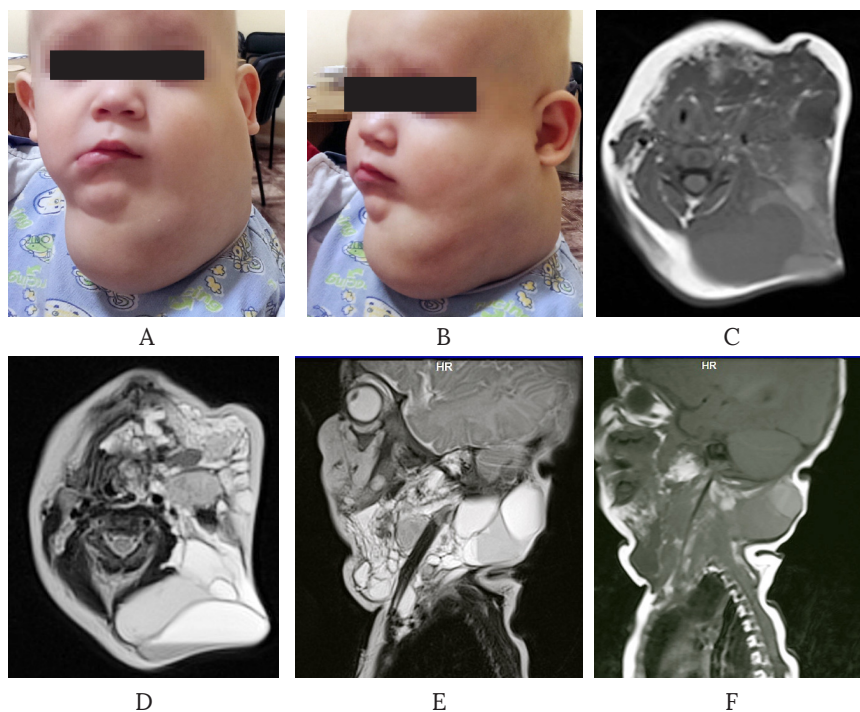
Хлопчик К., 1 рік. Кістозна ЛМ голови і шії: А, В – фото, визначається пухлиноподібне утворення, шкірні покриви не змінені; С – МРТ в аксіальній проекції, режим T1; D – МРТ в аксіальній проекції, режим T2; E – МРТ в сагітальній проекції, режим T1; F – МРТ в сагітальній проекції, режим T2.
